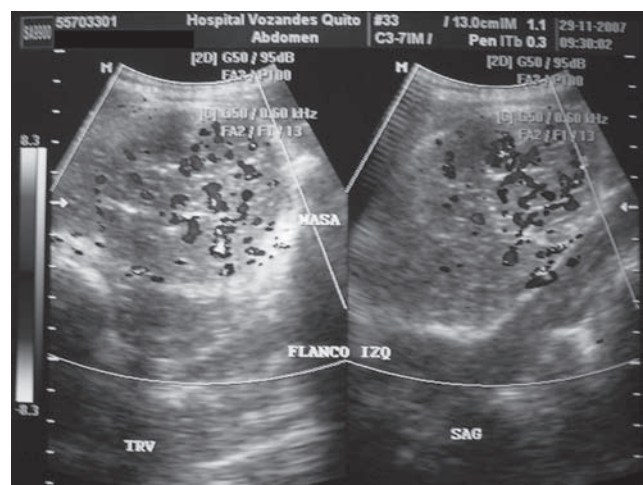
Masa retroperitoneal en la ecografía.
